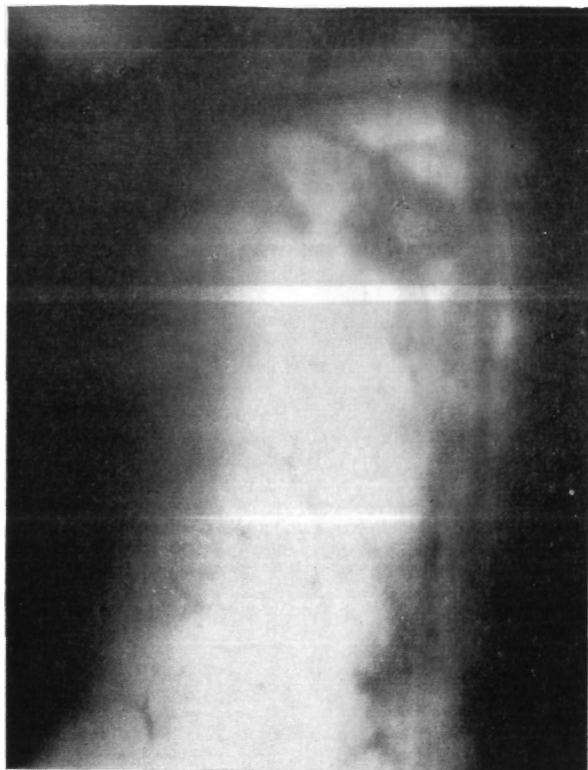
Больной К. Прямая томограмма правого легкого (7 см от спины). Конгломератная туберкулома с распадом.
